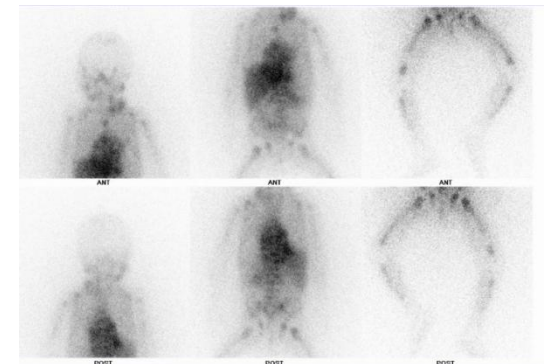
MIBG-SPECT con extensa afectación metastásica
